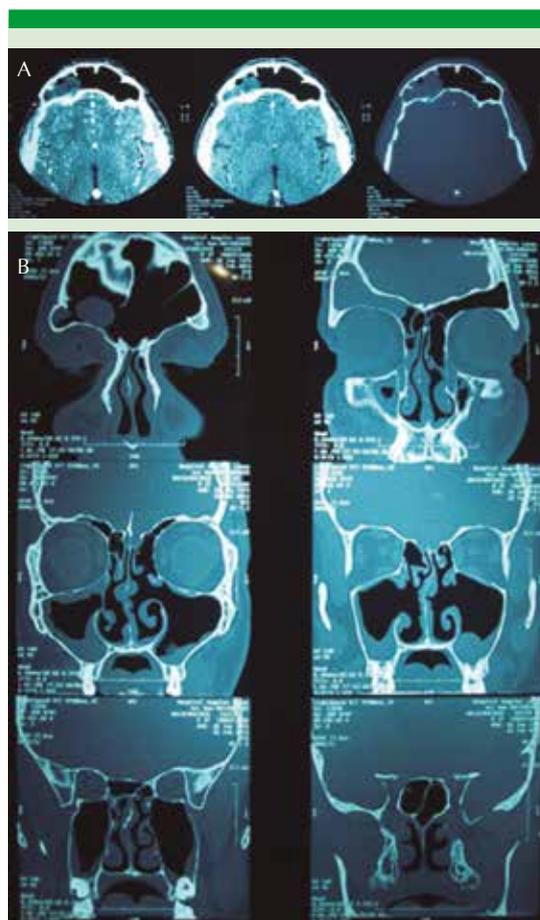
Tomografía computada preoperatoria (corte axial [A] y coronal [B]).
